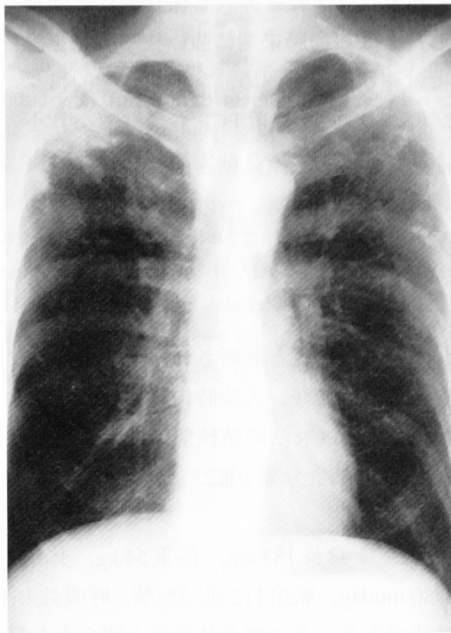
Chest X-ray on admission showed infiltration with cavity in right upper lobe and nodules in left upper lobe.
